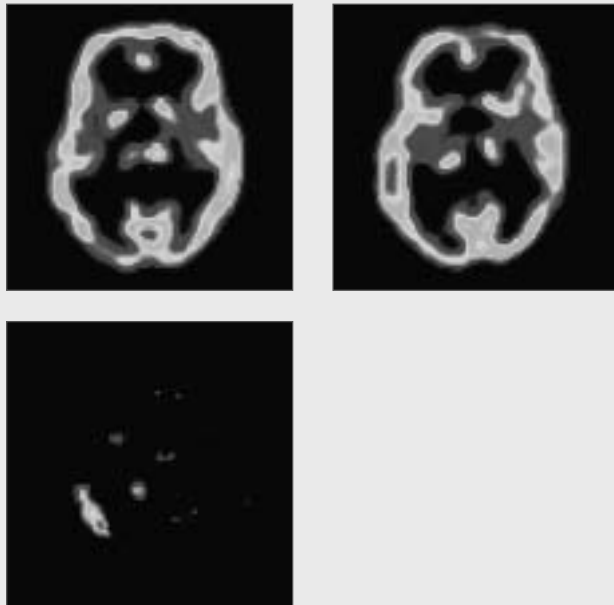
Images SPECT du même patient qu'en figure 1 et 2. Gauche: injection lors de la phase interictale. Au milieu: injection lors de la phase ictale, qui révèlent un rehaussement du débit sanguin (en rouge) au niveau temporo-pariétal G, concordant avec le site de la lésion. Droite: analyse soustractive des deux images qui montre le maximum de changement entre le 1^{er} et le 2^{ème} SPECT, un peu plus postérieure que l'image ictale.
